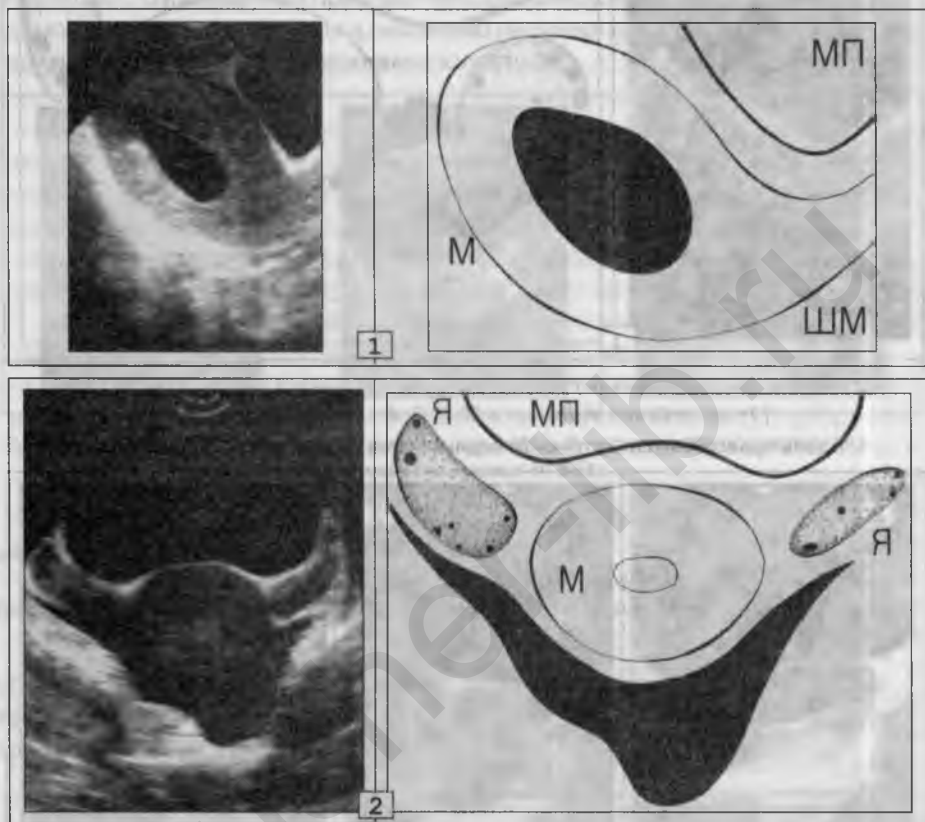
УЗИ -ГСГ. Нормальная проходимость обеих маточных труб .
